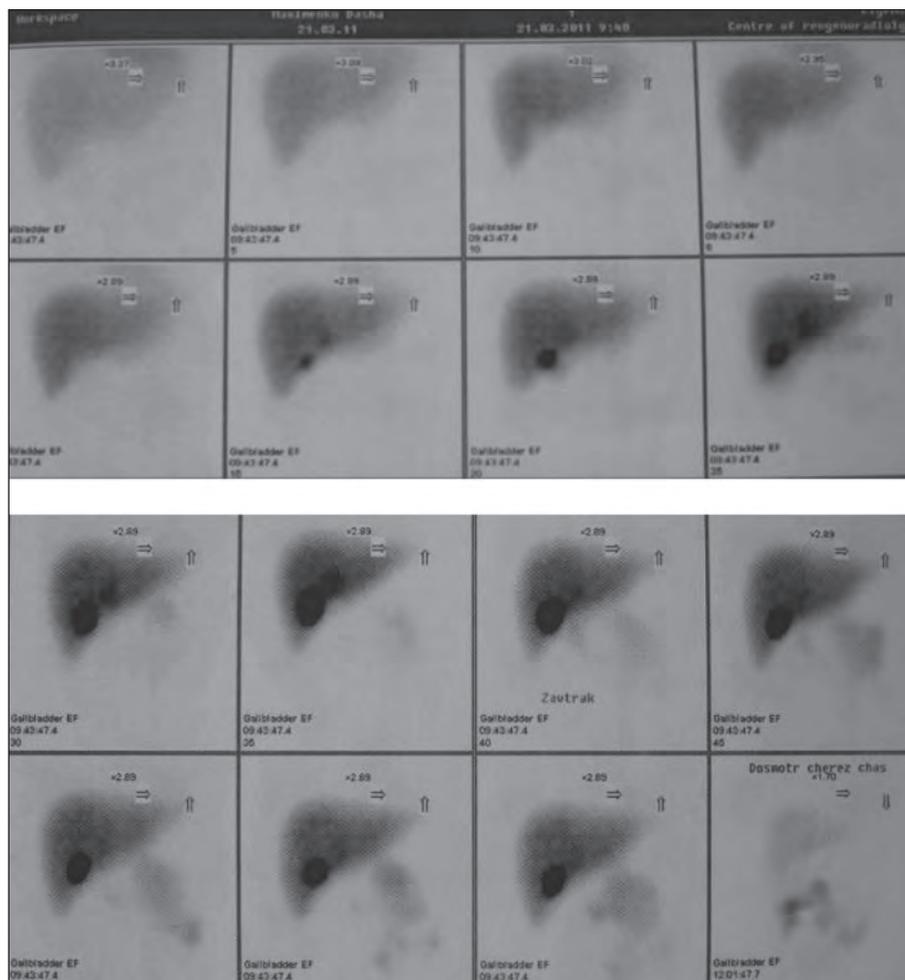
Динамическая гепатобилисцинтиграфия у ребенка с синдромом Байлера. Выражены значительные нарушения накопительной и выделительной функции печени
